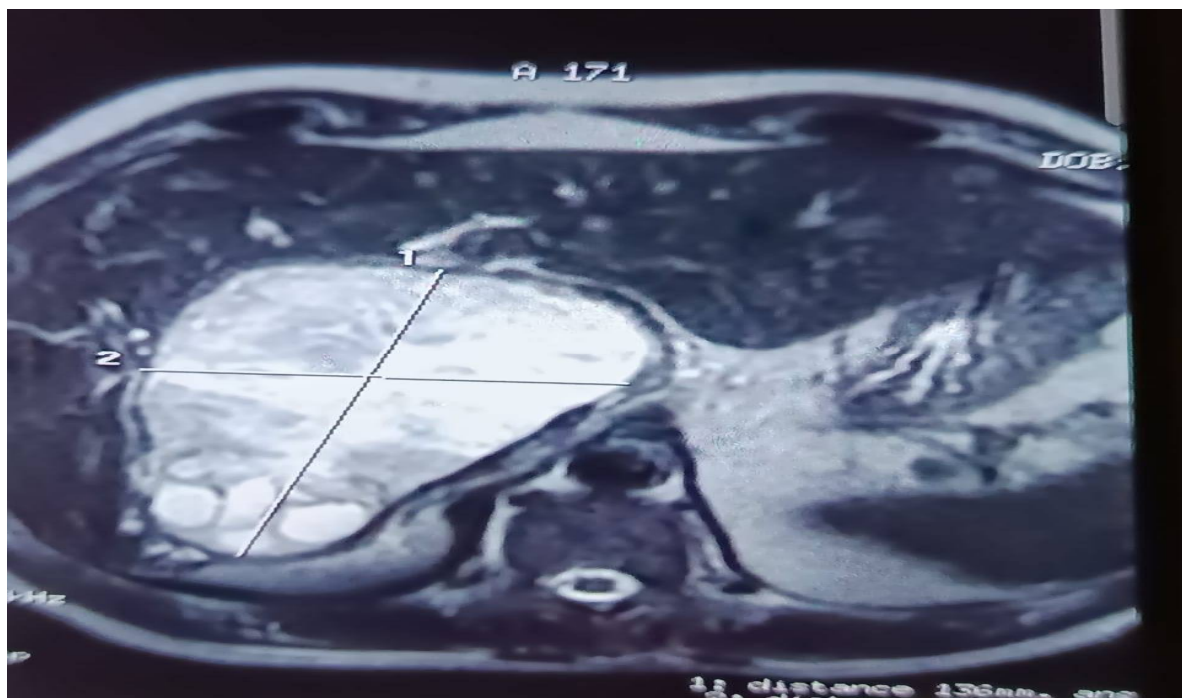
IRM hépatique montrant une formation kystique multivésiculaire avec du matériel hydatique au niveau des voies biliaires.
